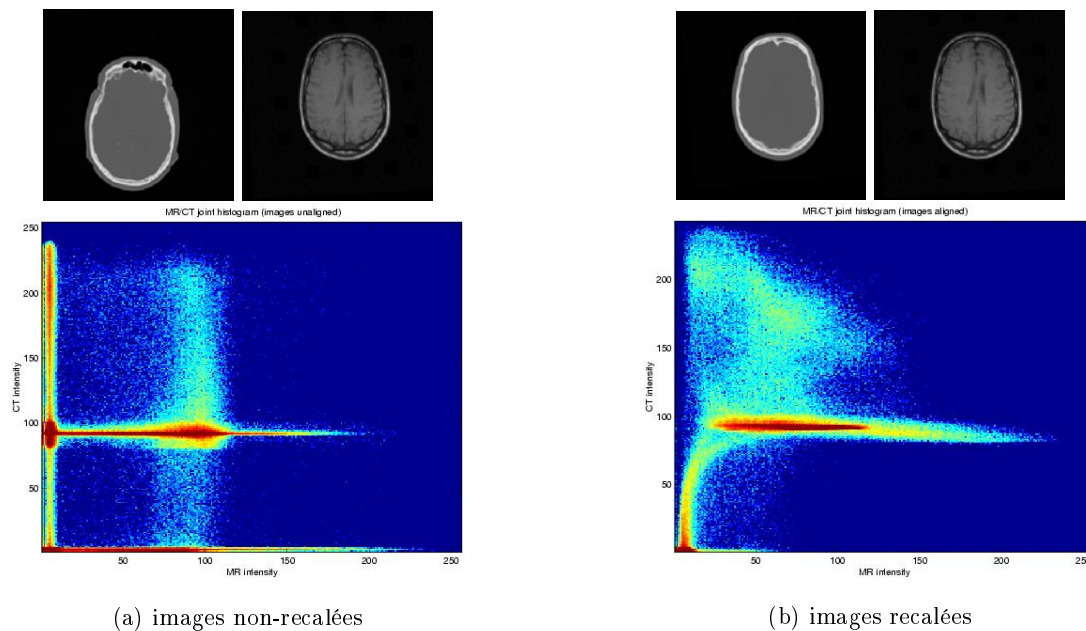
Histogramme conjoint d'un couple scanner/IRM (coupes axiales représentées) calculé pour deux transformations différentes.
